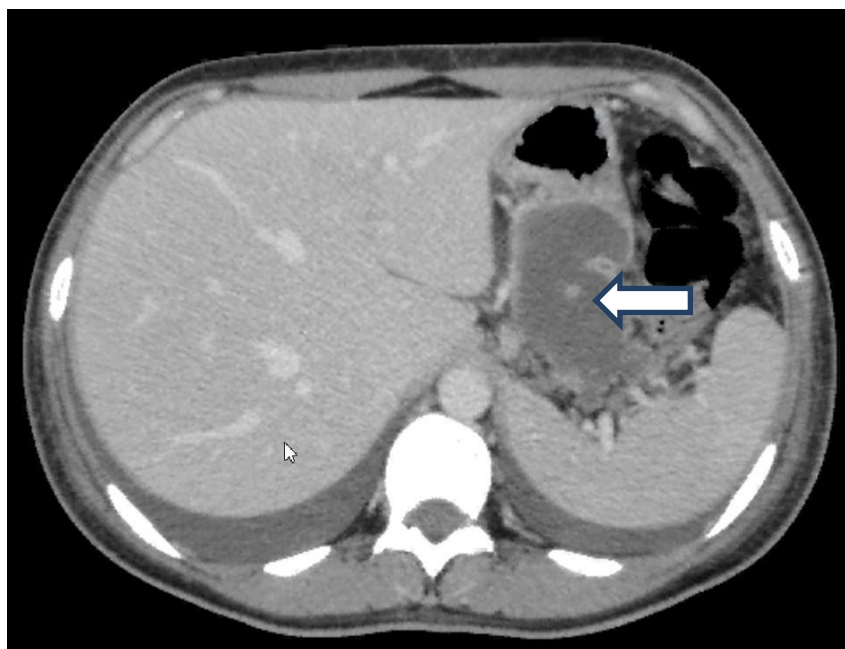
КТ пациента контрольной группы С, 36 лет, с отграниченным инфицированным жидкостным скоплением по левому флангу (указано стрелкой).
